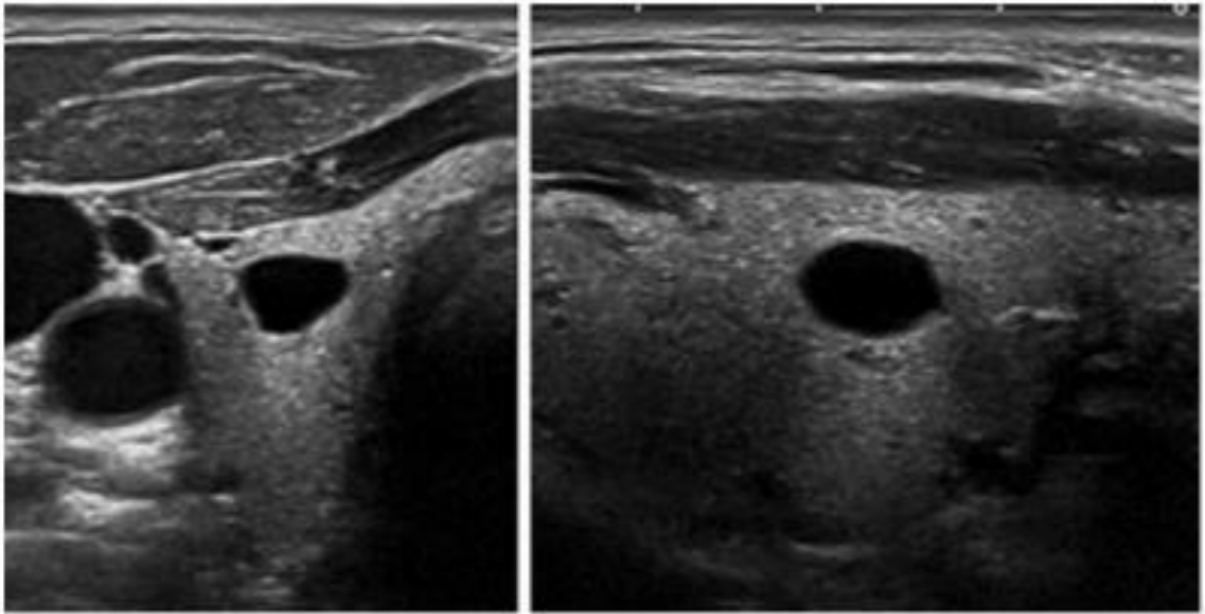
Aspect échographique EUTIRADS 2 kyste pur anéchogène. Coupa transversal (gauche), coupe longitudinale (droit) [2]
